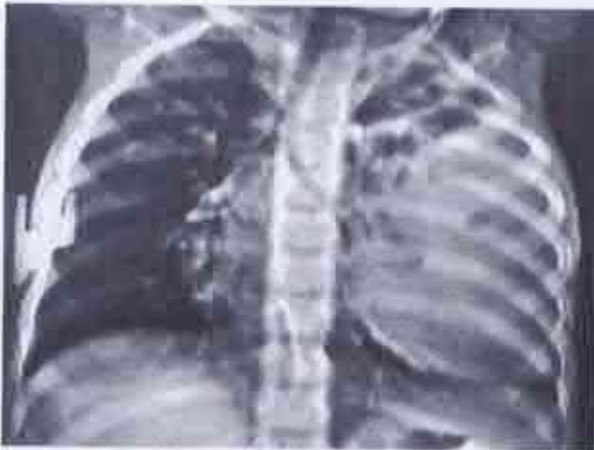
Radiografie preoperatorie. Pacienta N., 3 ani (explicații în text).
